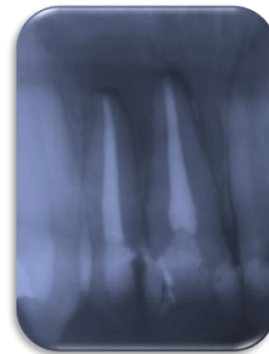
Radiografia final logo após 6 meses do tratamento.
